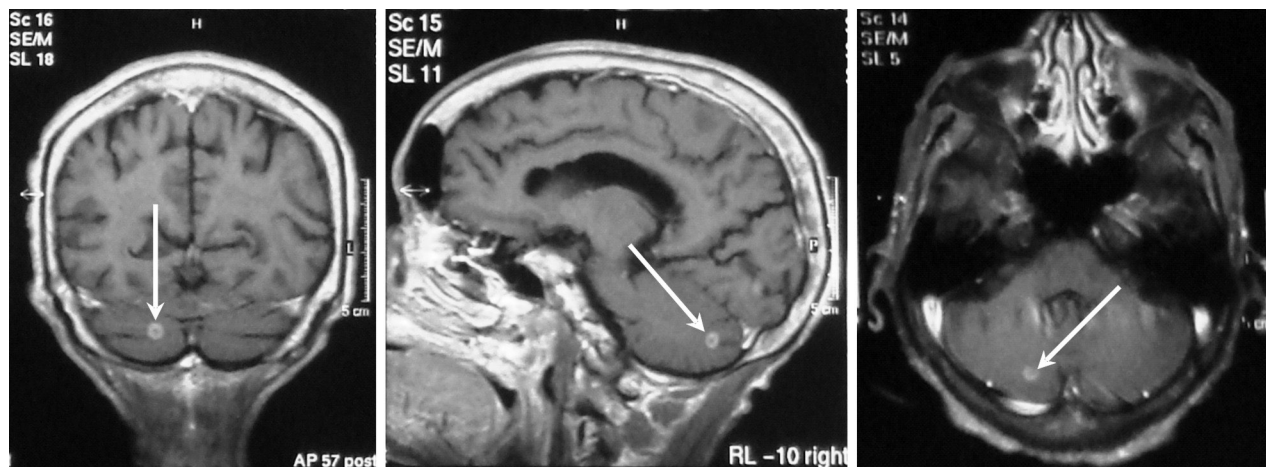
Cortes de ressonância nuclear magnética, evidenciando lesão nodular em hemisfério cerebelar direito (seta), realçada pelo gadolínio.
